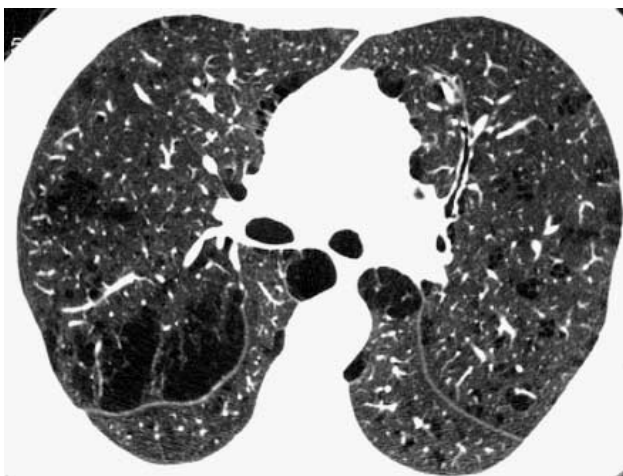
Компьютерная томограмма высокого разрешения на уровне главных бронхов. Внутриведольковая, внутриведольковая сливная и парасептальная эмфизема.
